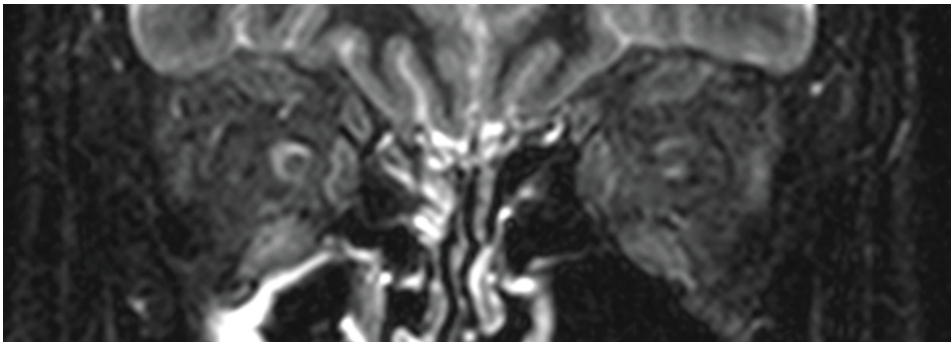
A: RM STIR de órbitas previo a la aplicación de triamcinolona.
